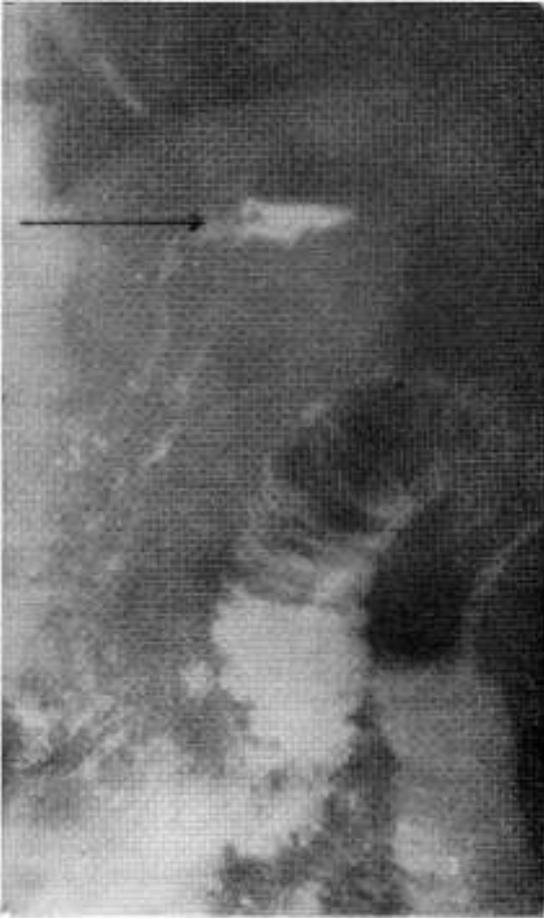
Radiografía postoperatoria. Se observa la anastomosis con una pequeña imagen pseudodiverticular y el duodeno dilatado a la izquierda de la columna.
